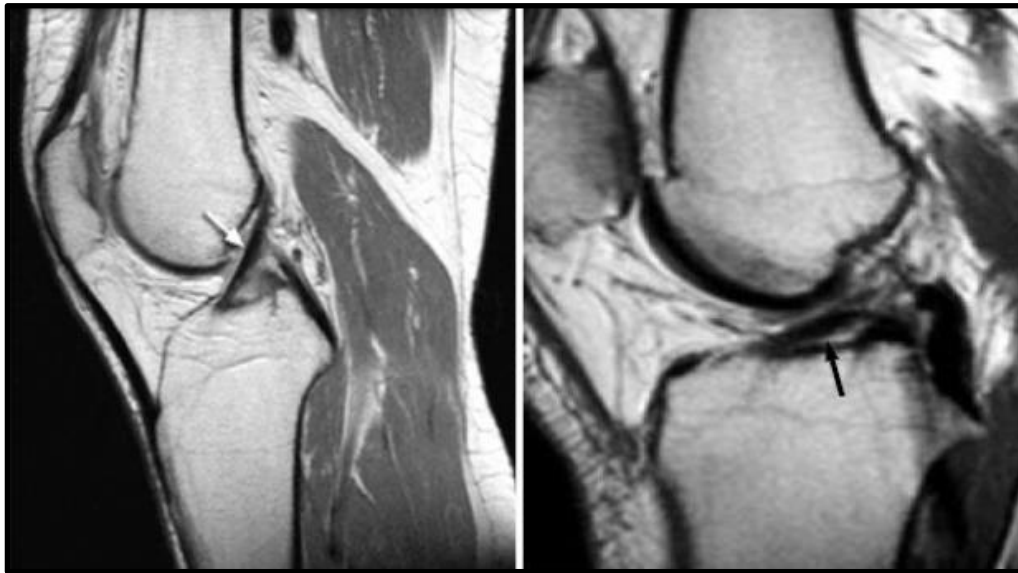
Vista Sagital del LCA mediante RMN. A la izquierda se puede apreciar el LCA normal. La Imagen de la derecha representa la rotura del LCA, cuyo segmento distal se sitúa paralelo a la superficie tibial. Stevens et al. Roturas del ligamento cruzado anterior y lesiones asociadas. Topics in Magnetic Resonance Imaging; 2006.
